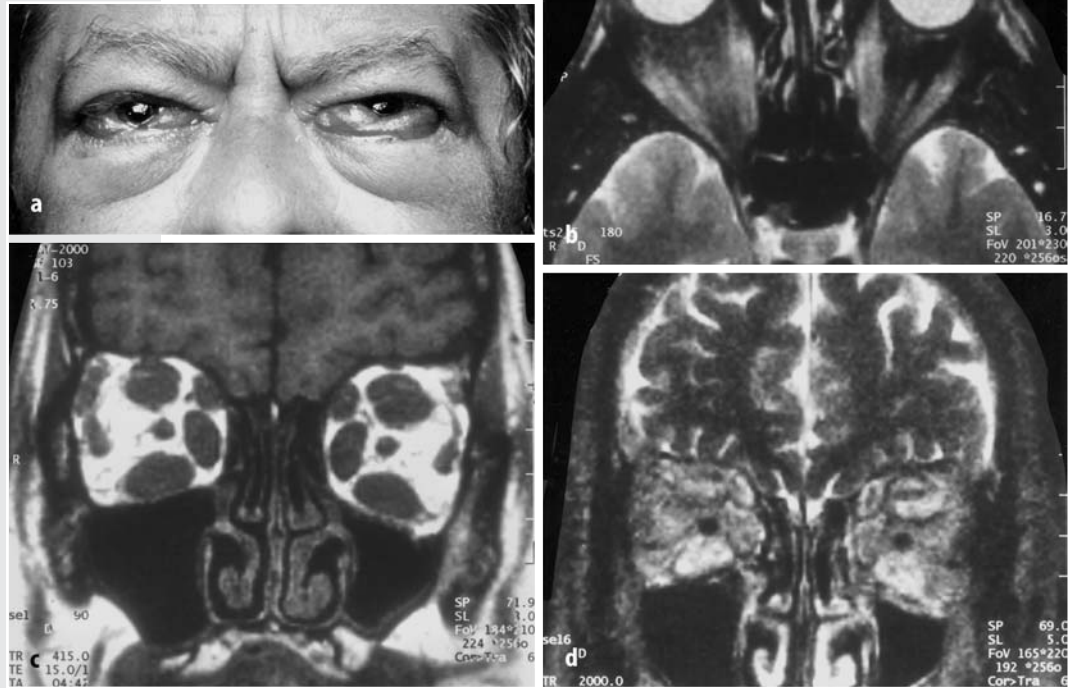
d ▲ 48-jähriger Mann mit akutem bilateralem, symmetrischen Exophthalmus, Chemosis, reduzierter Mobilität beider Augen und Hyperthyreose. Diagnose: Endokrine Orbitopathie (Morbus Basedow). a Chemosis und schweres bilaterales Lidödem. b Axiales T2-gewichtetes MRT (FS) mit Signalverstärkung nicht nur im Bereich der verbreiterten Rektusmuskeln, sondern auch beider ödematös geschwollener Bindehäute. c Koronares T1-gewichtetes MRT. d Entsprechendes koronares T2-gewichtetes Bild. Das Ödem ist primär in den Mm. recti inferiores, superiores und obliqui superiores nachweisbar. Weitere T2-Messungen (ohne Abbildung) ergaben einen Unterschied von über 100 ms im Vergleich zu den beteiligten nichtentzündeten lateralen Muskeln
